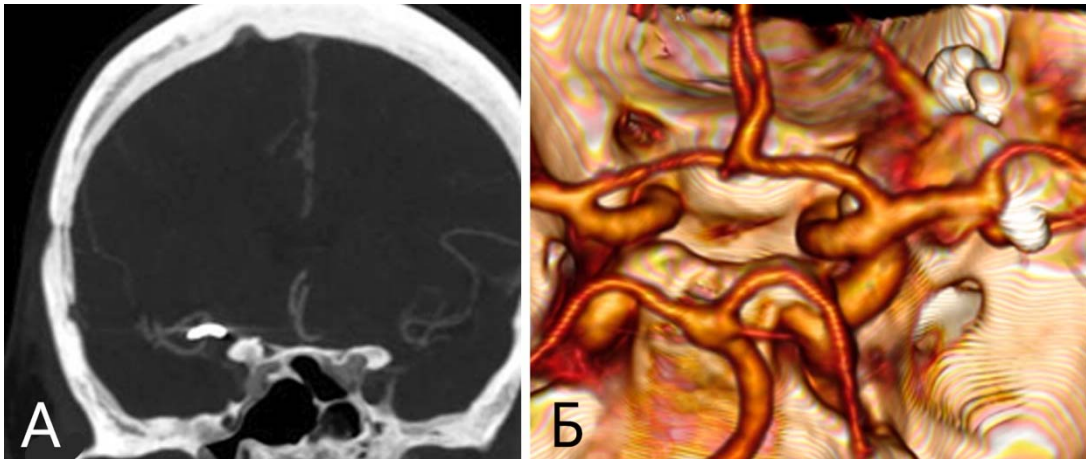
Умеренное количество артефактов от клипсы при СКТ-АГ (А1). А – визуализация в режиме МIP, фронтальная проекция, удовлетворительная визуализация бифуркации правой СМА; Б – 3D-реконструкция с умеренным количеством артефактов в области сосудистой клипсы
